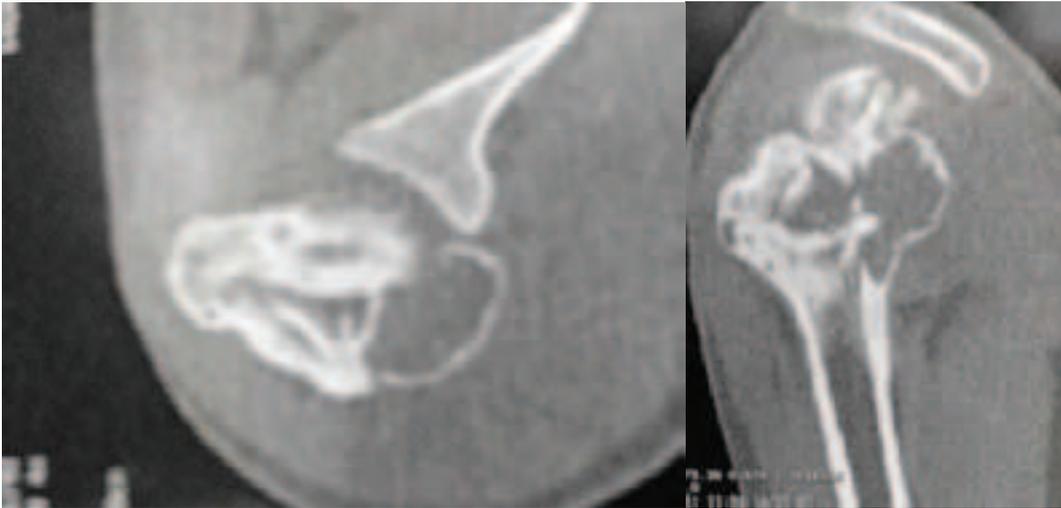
Tomografia computadorizada com lesão insuflativa posterior
